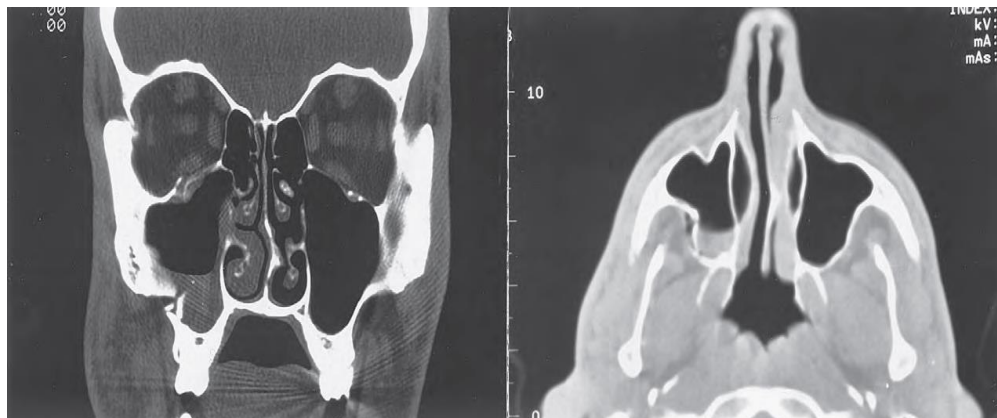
Tomografías computarizadas de una fractura de ZMC de baja energía. A, La exploración coronal muestra la rotación de la ZMC alrededor de la sutura cigomática frontal hacia abajo y en dirección medial hacia el seno maxilar. Tenga en cuenta la diferencia en la posición de la eminencia malar de un lado a otro y la interrupción y el desplazamiento del contrafuerte zygomaticomaxilar. Sin embargo, tenga en cuenta que la fractura a través del piso orbital no es truncada. B, La exploración axial del mismo paciente muestra desplazamiento posterior de la eminencia malar y rotación de la superficie posterior (infratemporal) de la ZMC medialmente hacia el seno maxilar. Esta fractura se trató mediante reducción abierta a través de un abordaje intraoral y fijación con una única placa ósea aplicada a lo largo del contrafuerte zigomaticomaxilar. La órbita no fue ingresada.
